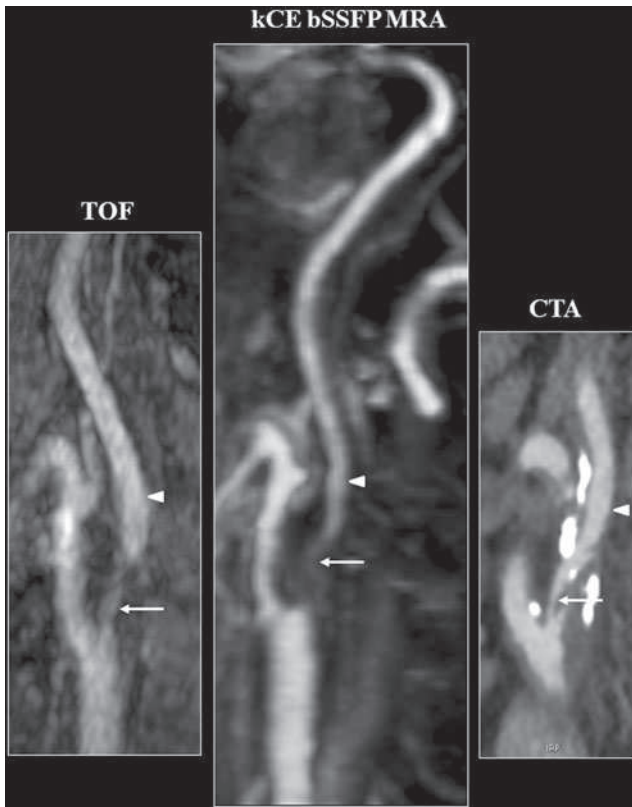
Severe $>70\%$ stenosis of the internal carotid artery (ICA) demonstrated by unenhanced kCE bSSFP MRA and TOF sequences and with CT angiography (CTA), 10-mm MIP sagittal views. Note the trend towards stenosis overestimation with unenhanced bSSFP MRA like the underestimation of the ICA diameter beyond the stenosis with unenhanced bSSFP MRA (arrowheads)
